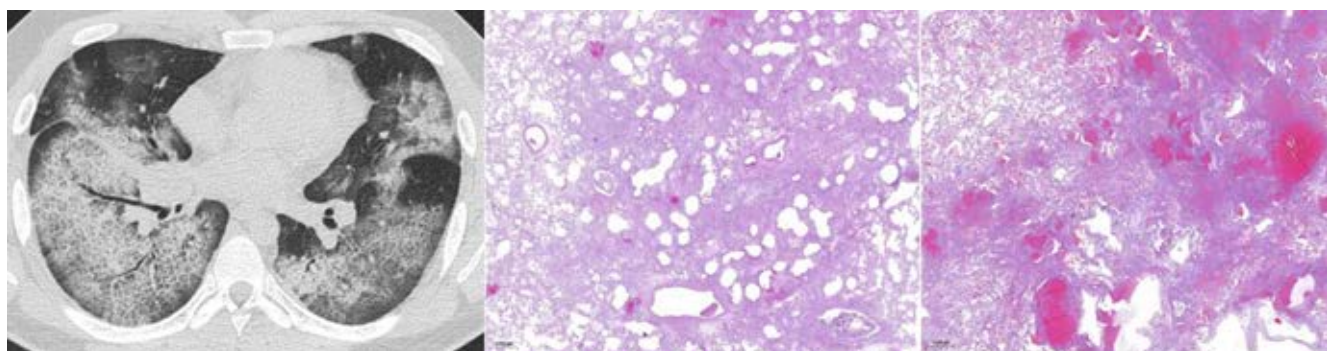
А – КТ симптом «булыжная мостовая». Б – внутриальвеолярный отек в сочетании с гипервоздушными альвеолами. В – полнокровие сосудов, внутриальвеолярное скопление эритроцитов, в сочетании с аэрированными альвеолами.
